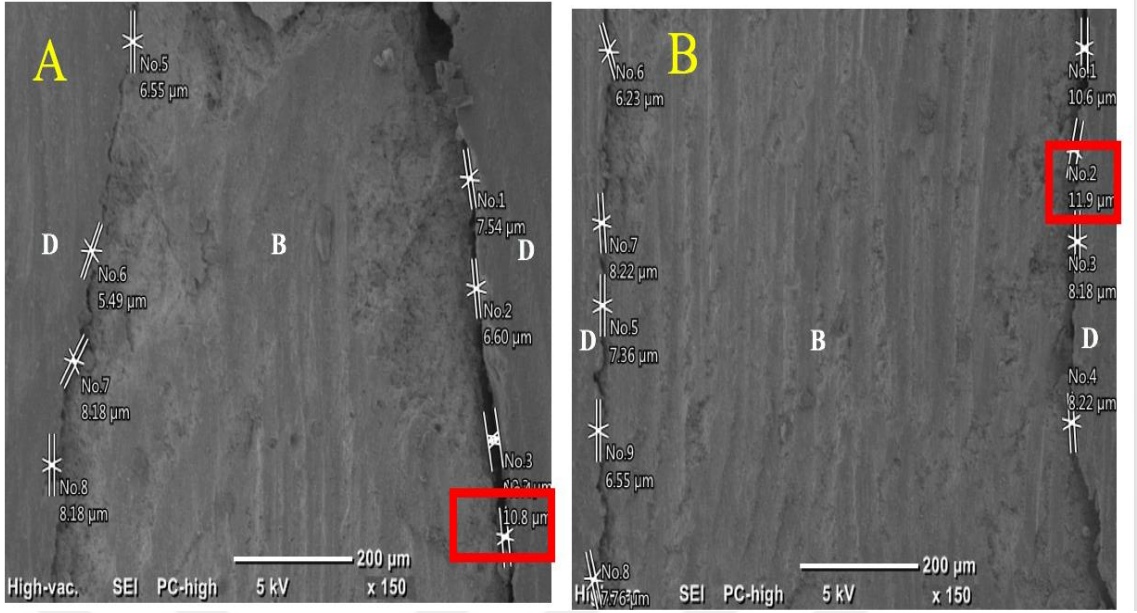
Ultrasonik ile açılmış bir kavitede koronal (A) ve apikalden (B) alınan mikrograflarda Biodentine ve dentin arasındaki boşluklar ve ölçüm değerleri (x150 büyütme altında). D: Dentin, B: Biodentine
